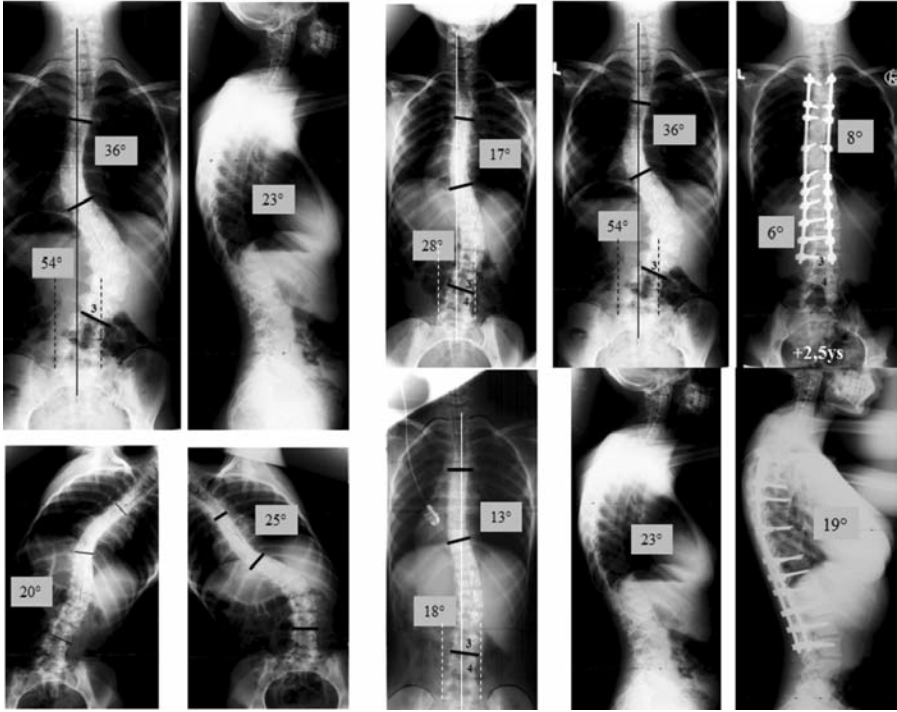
Segmenter pediküler sistemle opere edilmiş, 13 yaşında Lenke Tip-3C kız hastanın preoperatif a) ön-arka, b) yan, c-d) eğilme, e) traksiyon, f) anestezi altında traksiyon, postoperatif g) ön-arka ve h) yan grafisi (Prof. Dr. Ahmet Alanay'ın izniyle arşivinden alınmıştır).
